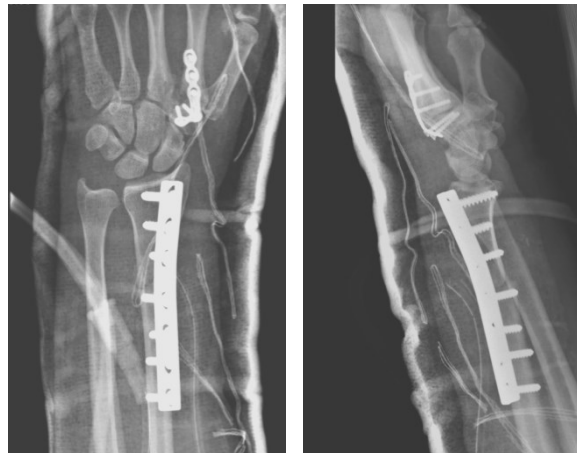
Röntgen a.p. und seitlich p.o. (1.Radius-OP)
